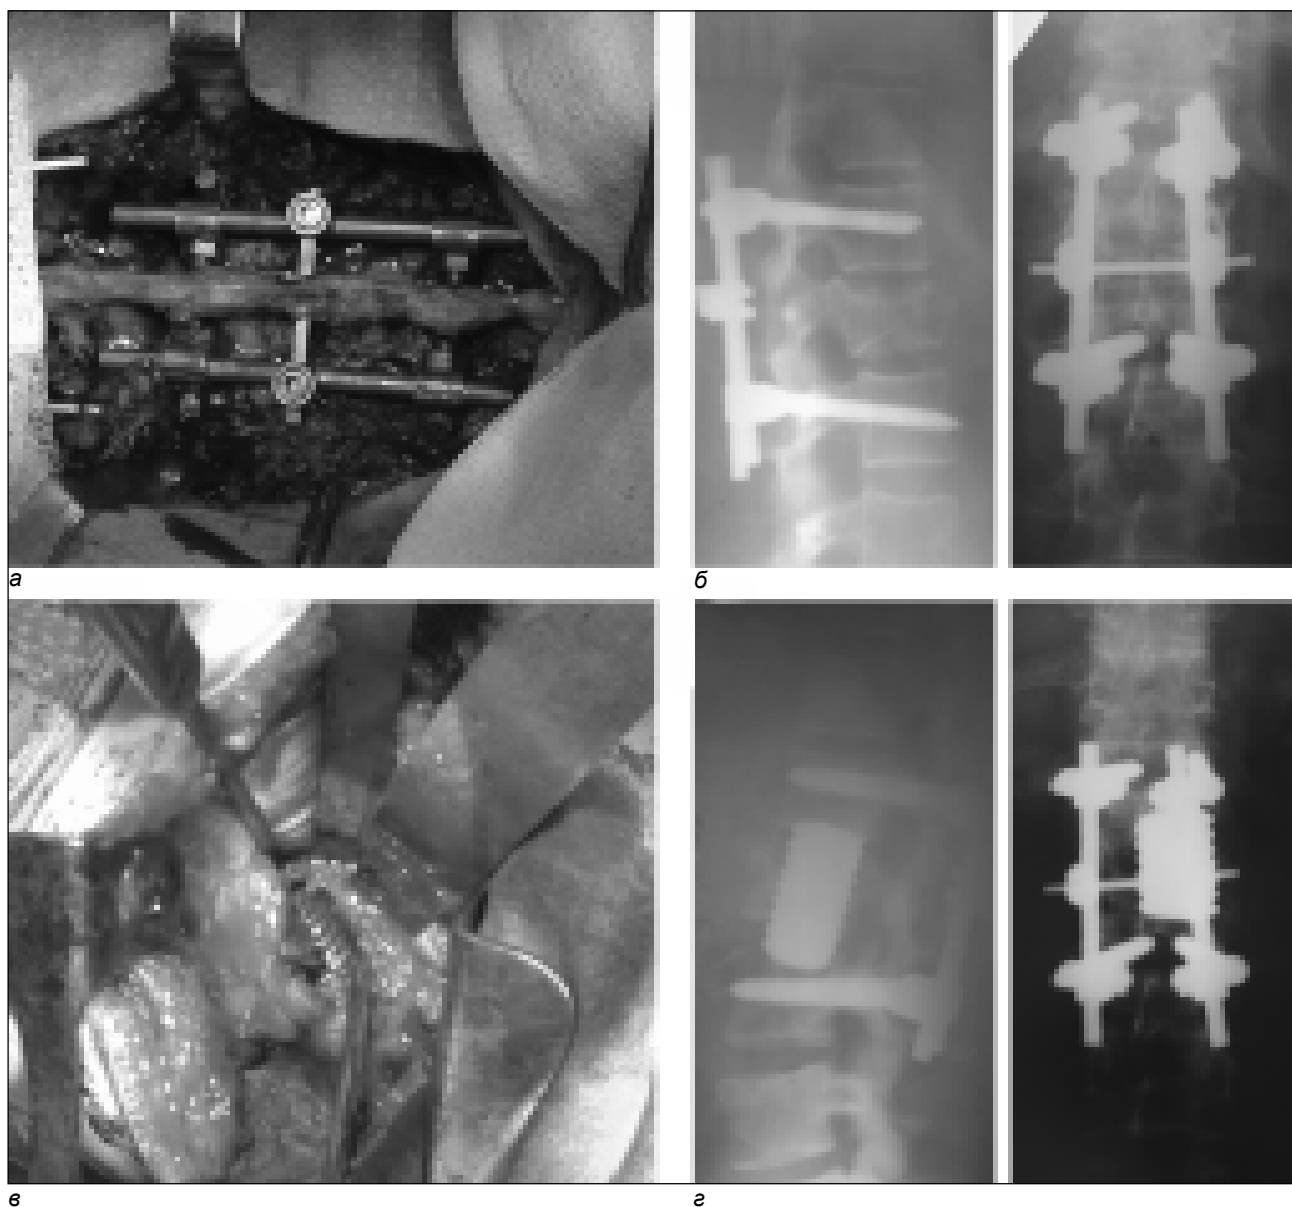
Этапы хирургического лечения больного Г., история болезни № 49301: *а* – интраоперационная фотография транспедикулярного репозиционностабилизирующего погружного остеосинтеза системой фирмы «Медбиотех»; *б* – контрольные рентгенограммы грудного отдела позвоночника после транспедикулярного остеосинтеза; *в* – интраоперационная фотография переднебокового спондилодеза кейджем фирмы «Медбиотех»; *г* – контрольные рентгенограммы больного после переднебокового спондилодеза
